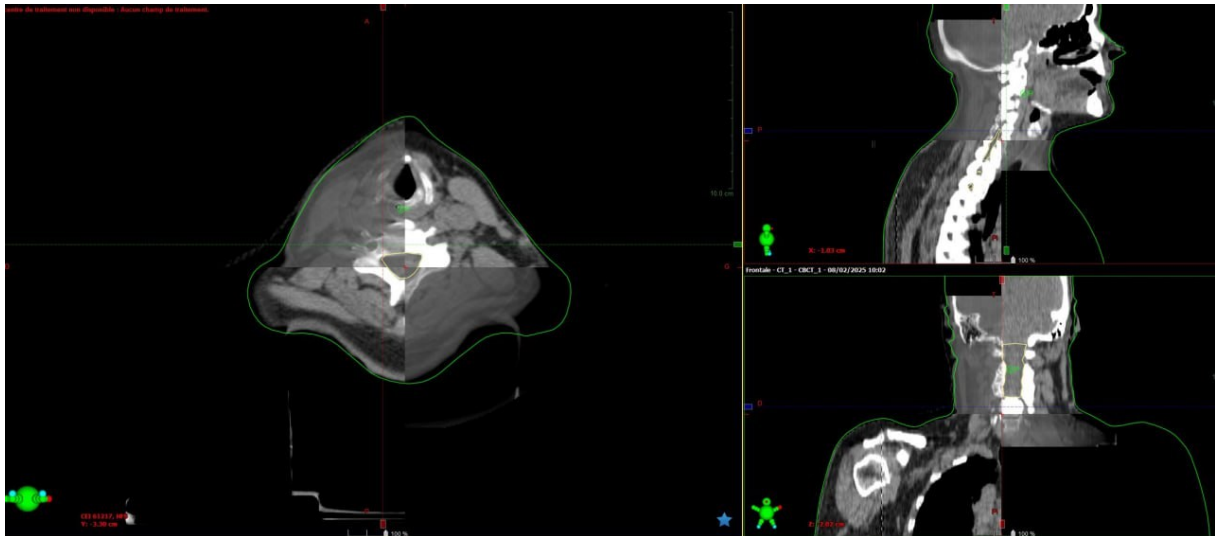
Superposition des images kV et CBCT pour la vérification du positionnement du patient
